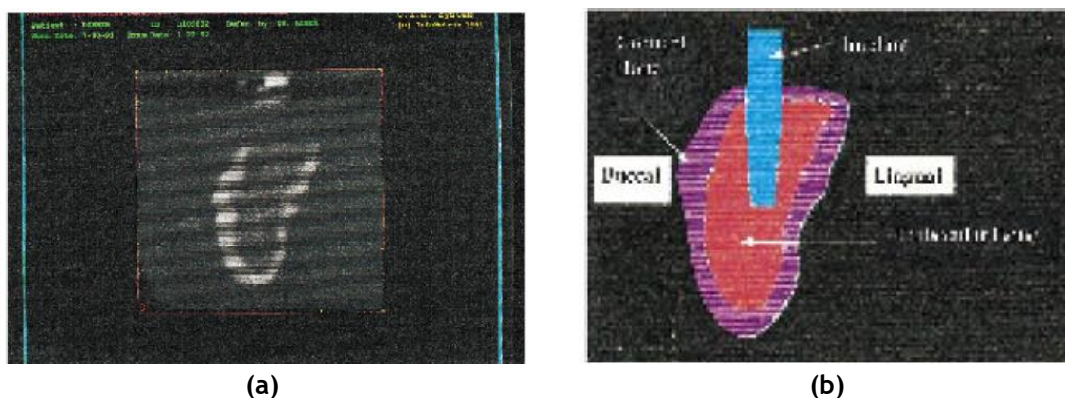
(a) Imagem da seção da mandíbula posterior de um paciente real, obtida através de uma TAC. (b) Modelo bidimensional obtido através da imagem TAC [146].
